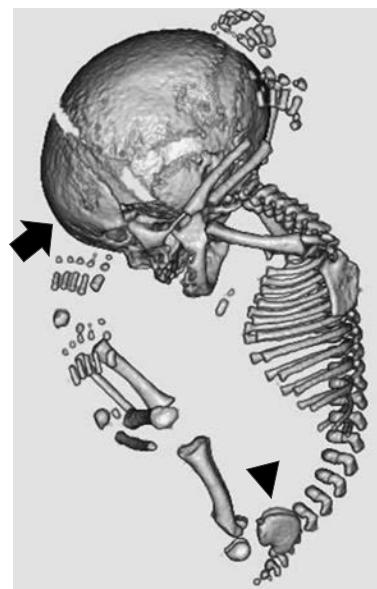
(症例3) 妊娠34週3日 胎児3D-CT 側面像
